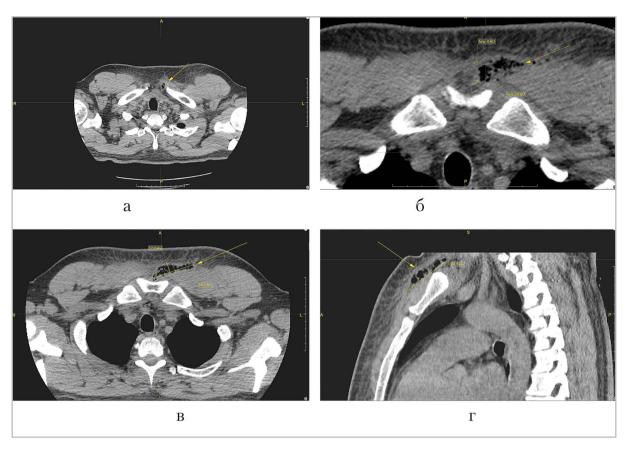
Компьютерные томограммы того же пациента,  $a-\epsilon$  — мультипланарные реконструкции (через 2 сут после вскрытия паратонзиллярного абсцесса и флегмоны боковой поверхности шеи слева): отмечаются утолщение, снижение дифференцировки мягких тканей боковой поверхности шеи слева и передней поверхности грудной клетки со снижением их дифференцировки за счет отека. Визуализируется участок размером  $17.2 \times 59.2 \times 64.3$  мм жидкостной (около 1-4 ед. Н) и мягкотканной (до 25-38 ед. Н) плотности, со скоплением пузырьков газа внутри, с нечетким контуром, окруженный уплотненной тяжистой клетчаткой (стрелки)
